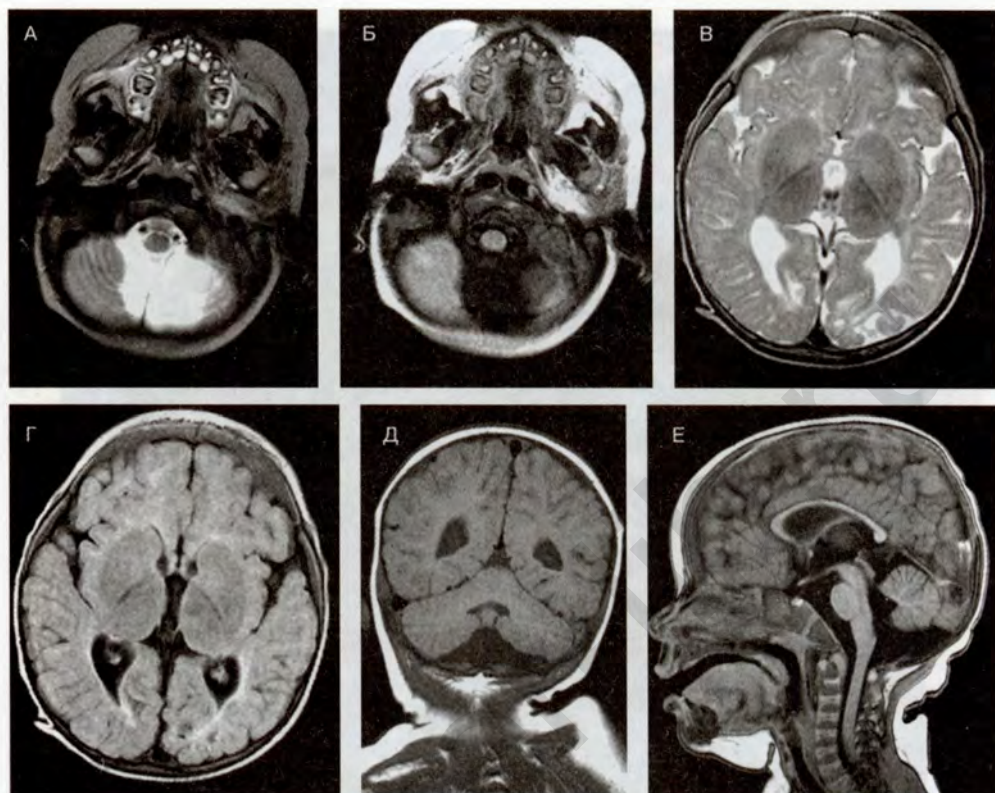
МР-томограмма головного мозга ребенка с синдромом Денди-Уокера
